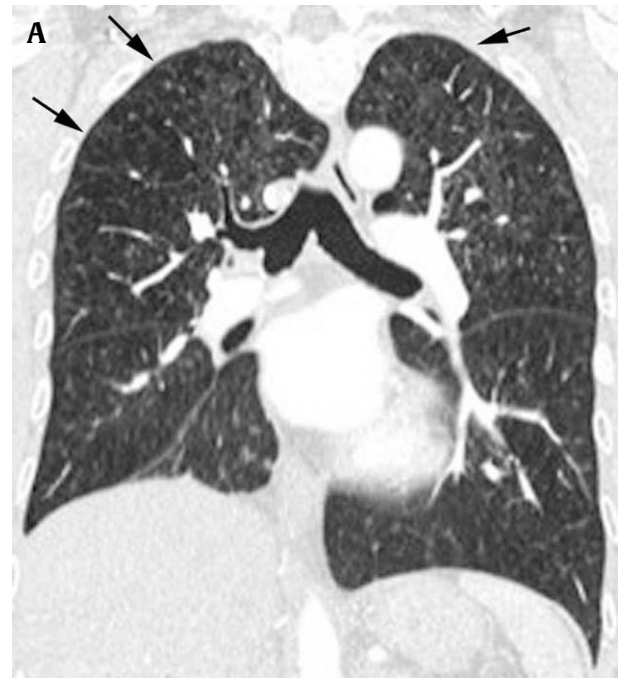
Paciente de 62 años con enfisema centracinar en grado discreto. A) El corte de tomografía computarizada convencional muestra pequeñas zonas hiperlucientes en ambos lóbulos superiores. B) La tomografía computarizada con energía dual muestra el déficit de perfusión pulmonar, que se corresponde con las áreas de enfisema visibles en el corte de la tomografía computarizada de alta resolución. (Cortesía de la Dra. M. Remy-Jardin, Lille, Francia).
